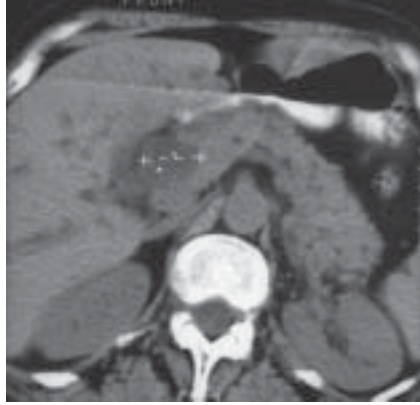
Кіста підшлункової залози. Фрагмент комп'ютерної томограми.
